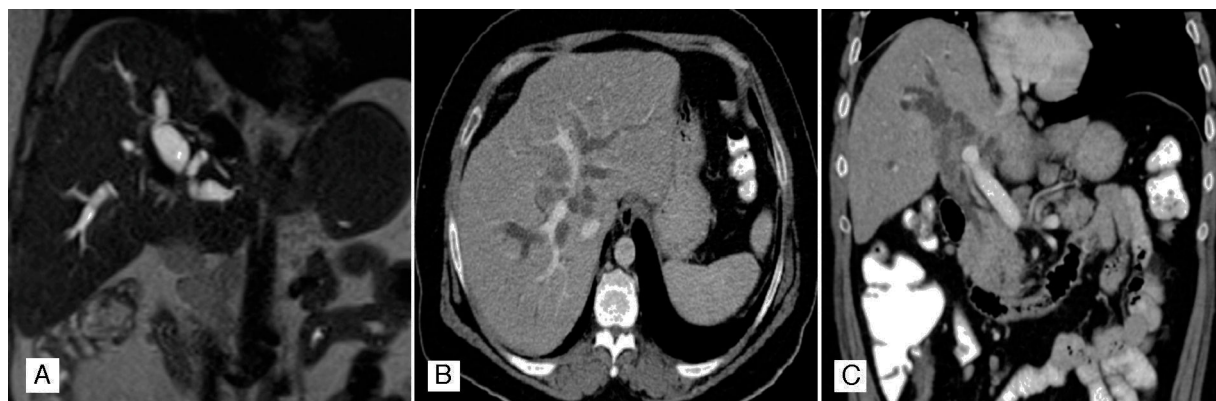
Colangio-resonancia magnética en secuencia T2 (A), se observa marcada dilatación de la vía biliar intrahepática, con imágenes litiásicas a nivel de las ramas de ambos lóbulos y en zona proximal del conducto hepático común. Tomografía axial computarizada con contraste. Corte trasversal (B), marcada dilatación de la vía biliar intrahepática bilateral, imágenes litiásicas a nivel de las ramas de ambos lóbulos. Corte coronal (C) dilatación de la vía biliar de predominio derecho, con imágenes litiásicas en zona proximal del conducto hepático común, asociado a adenopatías periportales.
